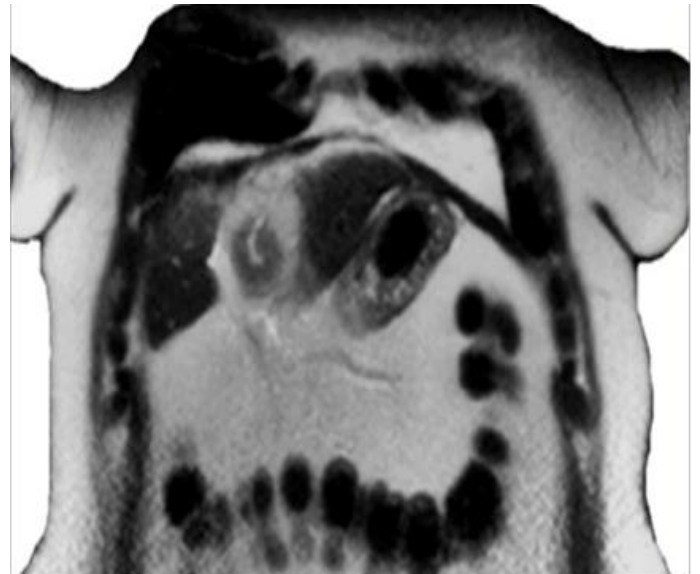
Ressonância magnética: corpo estranho em lesão hepática.
